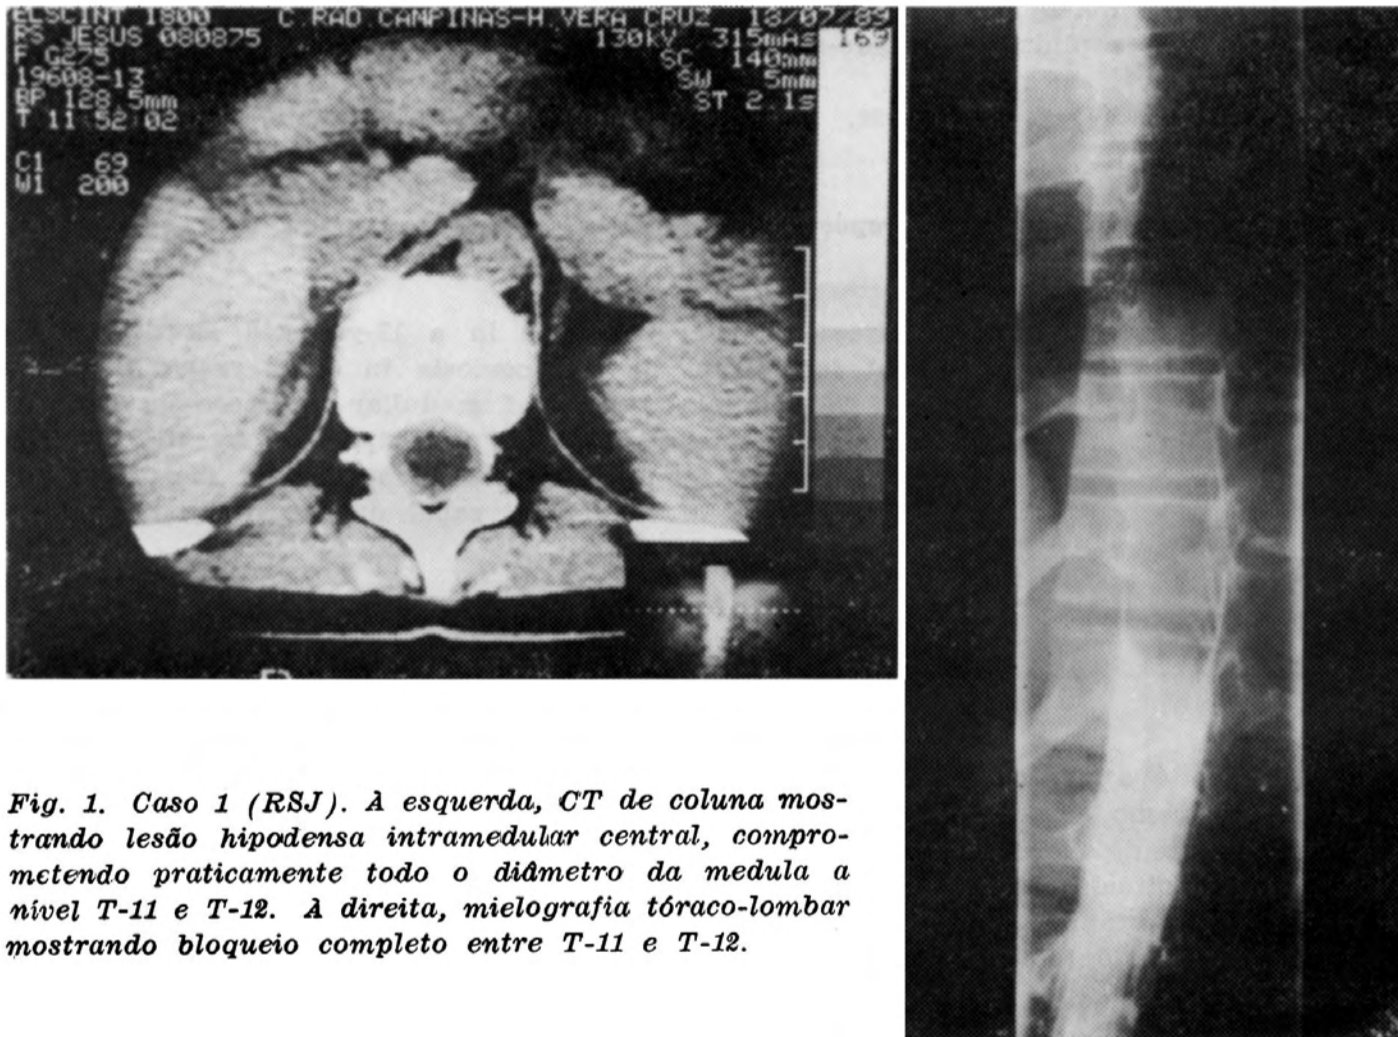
Caso 1 (RSJ). À esquerda, CT de coluna mostrando lesão hipodensa intramedular central, comprometendo praticamente todo o diâmetro da medula a nível T-11 e T-12. À direita, mielografia tóraco-lombar mostrando bloqueio completo entre T-11 e T-12.
